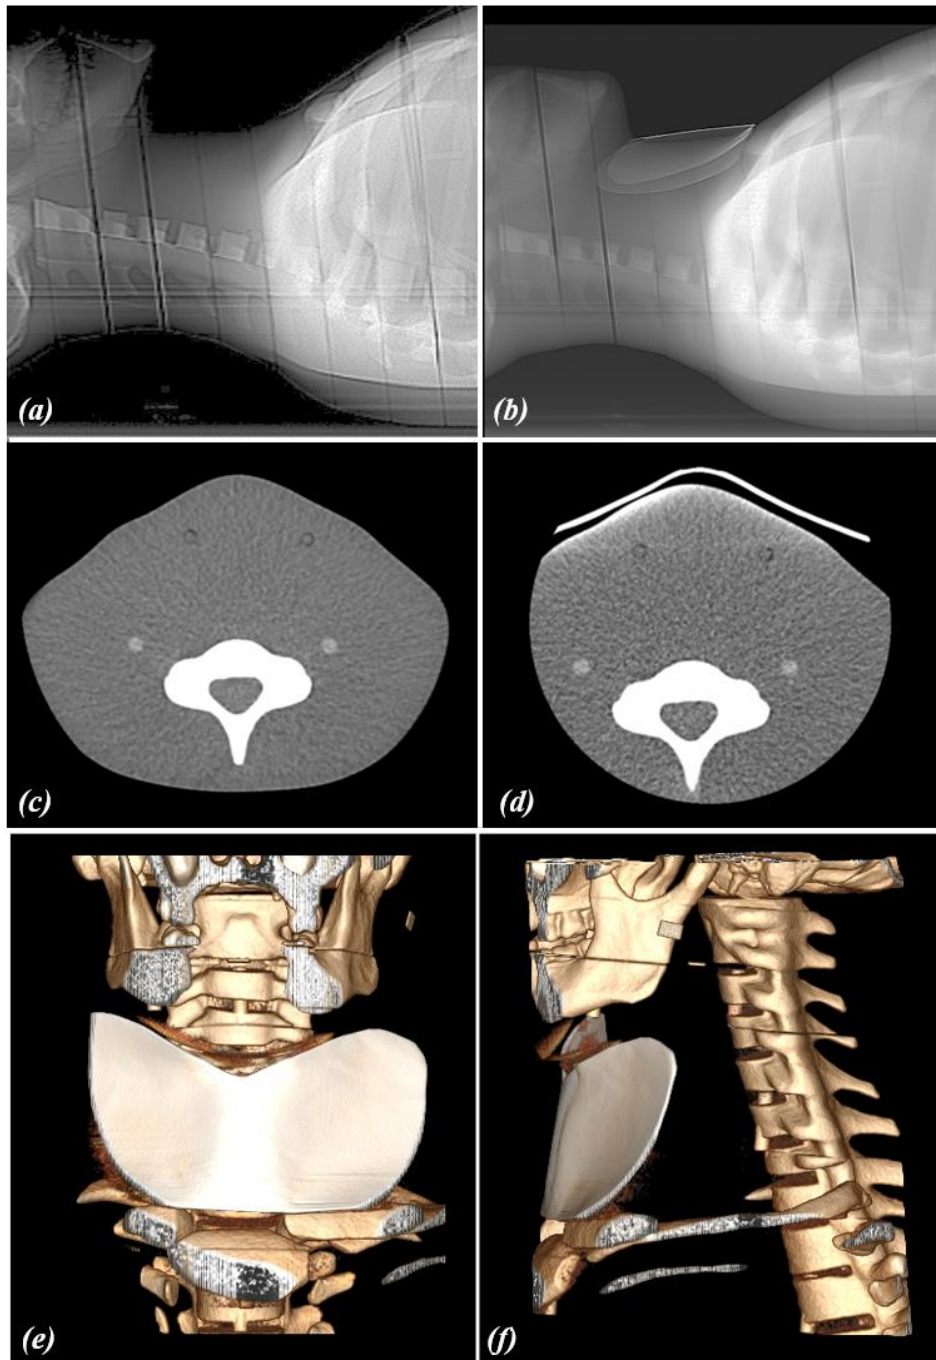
Imagens do topograma lateral de TC de crânio no Hamley masculino: (a) sem protetor, (b) com protetor e (c) cabeça inclinada. Imagens de cortes axiais: (d) sem protetor, (e) com protetor e (f) cabeça inclinada. Imagens em reconstrução 3D com protetor: (g) vista frontal e (h) vista lateral.
